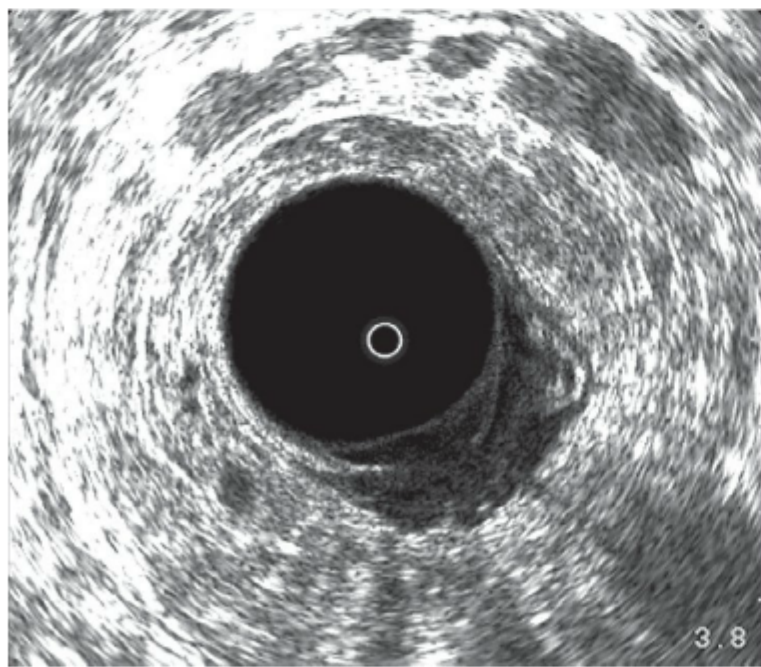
Ultrassonografia endorretal de um paciente com câncer retal T3, N1. O câncer penetrou através de todas as camadas da parede retal e um linfonodo aumentado é nitidamente visível.
